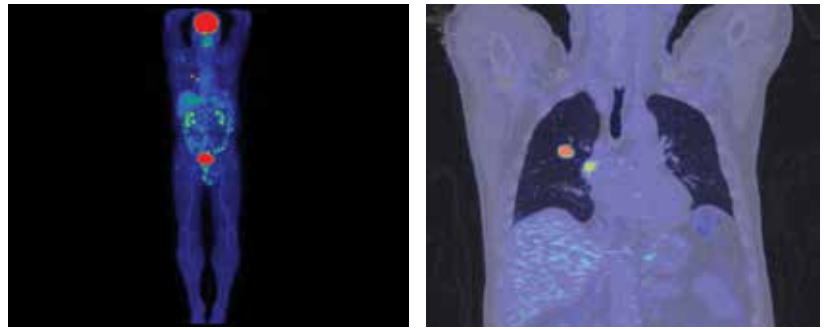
ПЭТ-КТ от 29.03.2019
